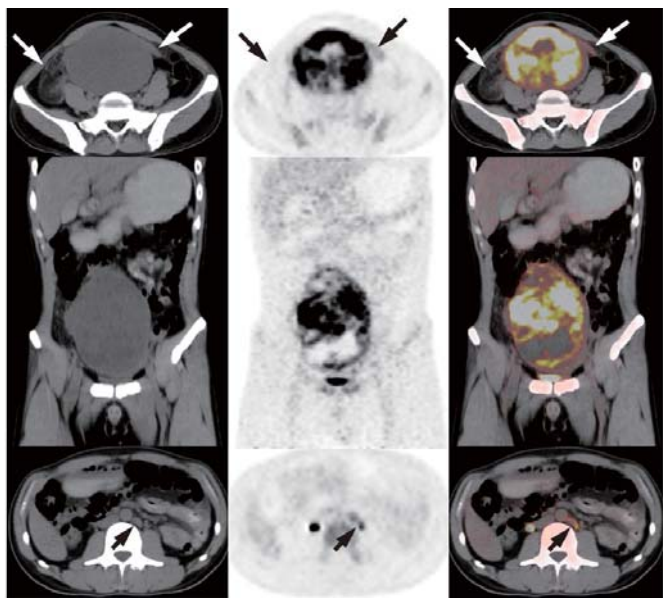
隐睾肿瘤患者(35岁) ^{18}F -脱氧葡萄糖(FDG)PET/CT显像图(上排、下排横断位,中排冠状位)。可见病变代谢不均匀,部分呈团块状异常增高[实性部分最大标准摄取值(SUV_{max})3.2~16.9],部分伴有坏死,代谢未见明显增高;肿块周围肠系膜脂肪间隙浑浊,邻近腹膜增厚,代谢轻度增高(长箭头示);左侧锁骨上区(图上未显示)、腹膜后、肠系膜区见多发淋巴结(短箭头示),大者约1.5 cm×1.0 cm,部分代谢增高(SUV_{max} 2.7~4.5)
